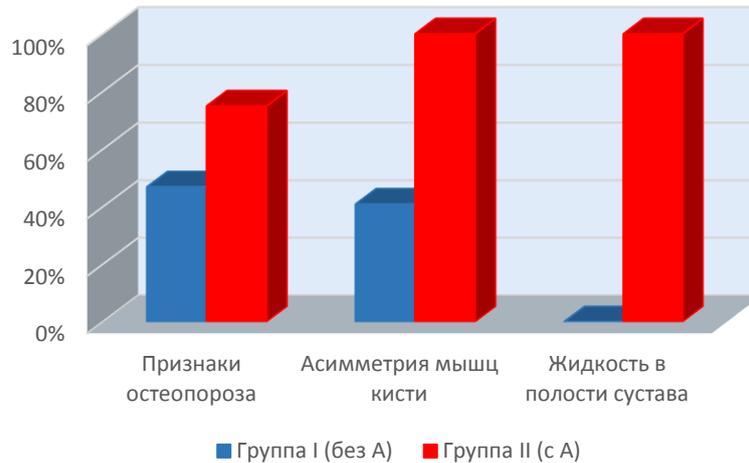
КТ-данные при артропатии лучезапястного сустава и суставов кисти
